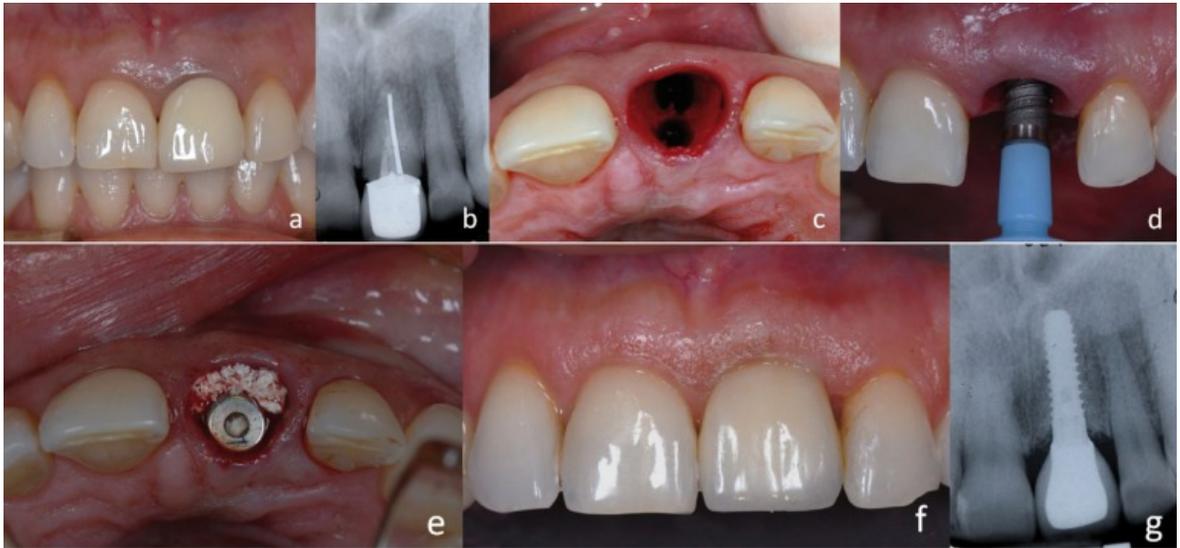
a) incisivo central y sin futuro, b) la radiografía intraoral periapical, c) la extracción del diente, d) La inserción del implante inmediato, e) regeneración de la brecha coronal, f) vista frontal de la corona protésica, g) radiografía postoperatoria.
